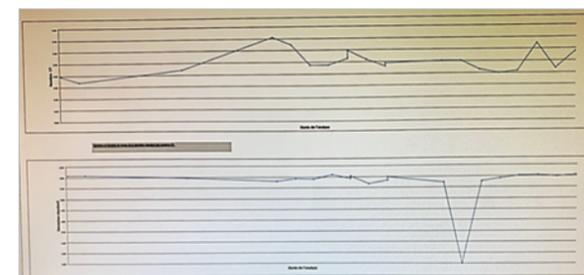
Synthèse de conformité du TDM
